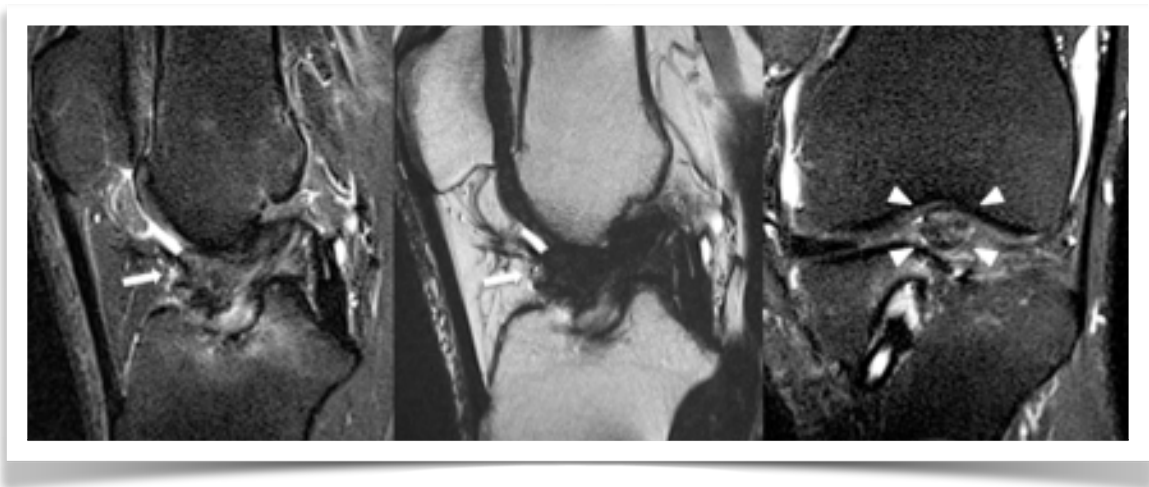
RM de artrofibrosis focal adyacente al margen anterior del injerto de LCA. En a) se observa nódulo de señal intermedia-baja y en b) se confirma marcada baja señal concordante con tejido fibro-cicatricial. En c), el clásico aspecto de lesión cíclope.
